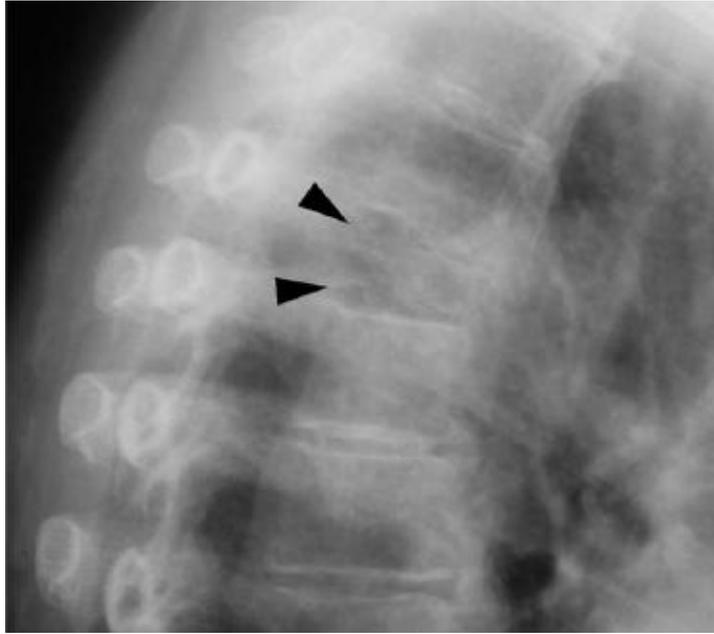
Radiographie profil du rachis dorsal montrant un tassement vertébral d'origine métastatique (flèches) [79]*
